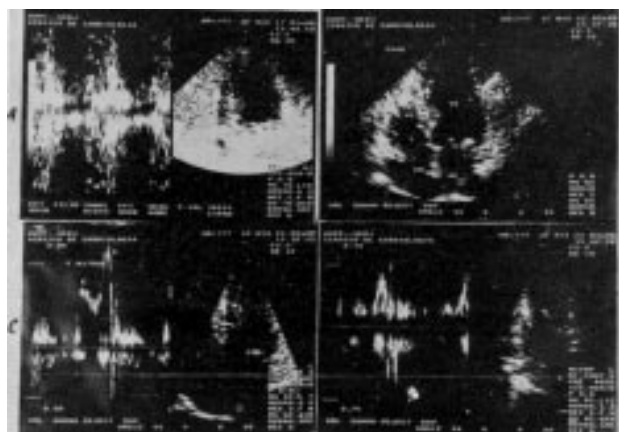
Ecocardiograma (em A) obtido em 17/01/90 durante o estado de choque onde foi detectado refluxo mitral grave do Doppler pulsado. Em B, C e D, obtidos após a compensação em 22/03/90 evidenciando: B — o corte epical quatro câmaras, C — fluxo mitral pelo Doppler pulsado indicando redução de distensibilidade do ventrículo esquerdo (onde E > A); D—refluxo mitral mínimo mais evidente para trás do folheto posterior.
